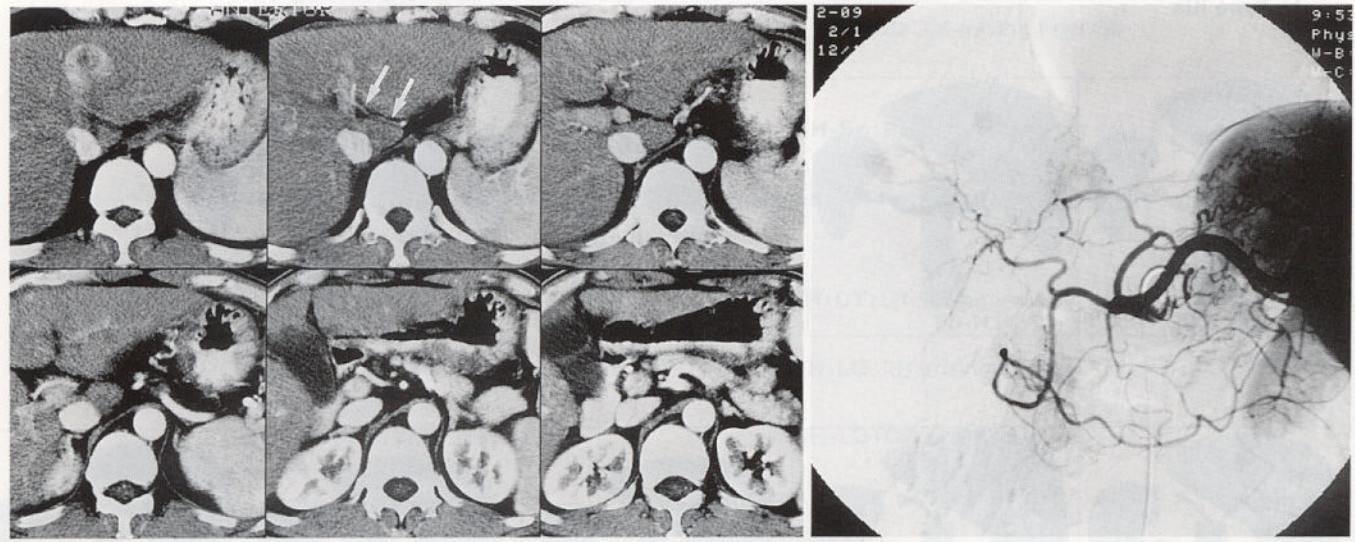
Aberrant left hepatic artery arising from the left gastric artery, which is demonstrated on arterial phase of spiral CT. (a) Sequential spiral CT images in arterial phase show the left hepatic artery located at the fissure for ligamentum venosum (arrows), which arises from the left gastric artery. (b) Celiac arteriography shows the replaced left hepatic artery from the left gastric artery.
